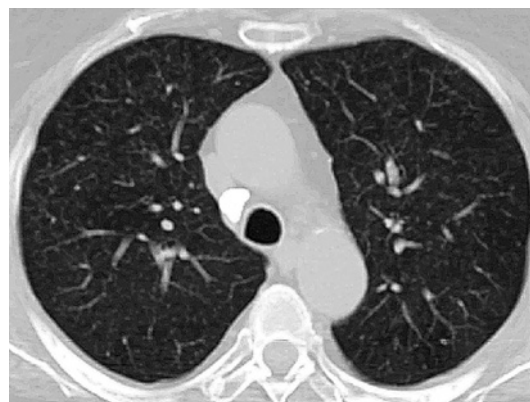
КТ органов грудной полости, аксиальная проекция. 06.04.2021 г. – полное рассасывание диссеминированного туберкулеза легких
